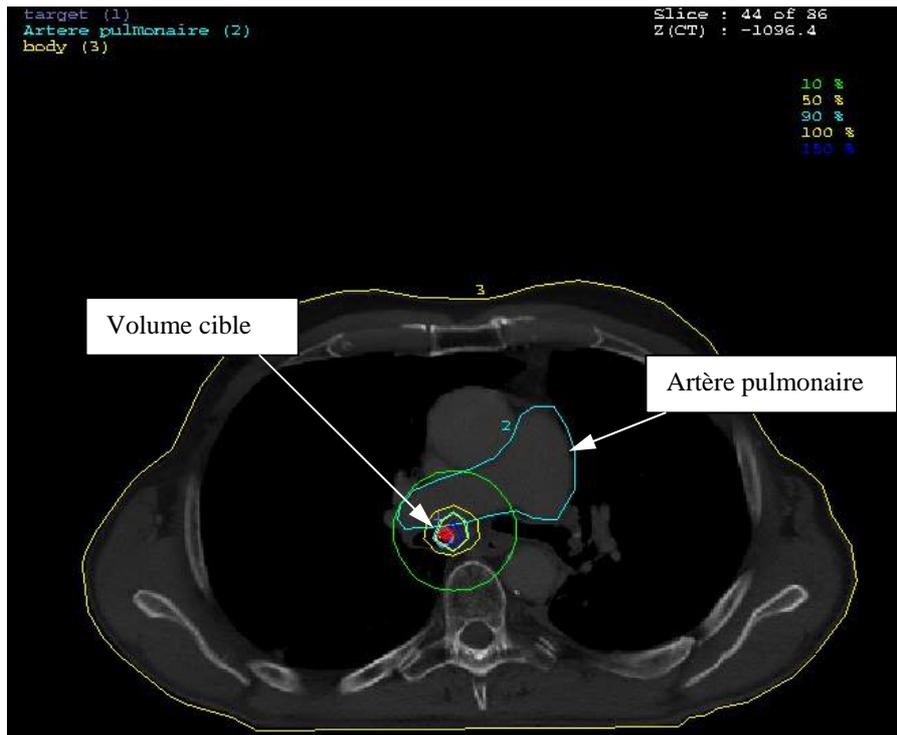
exemple de dosimétrie avec TDM
